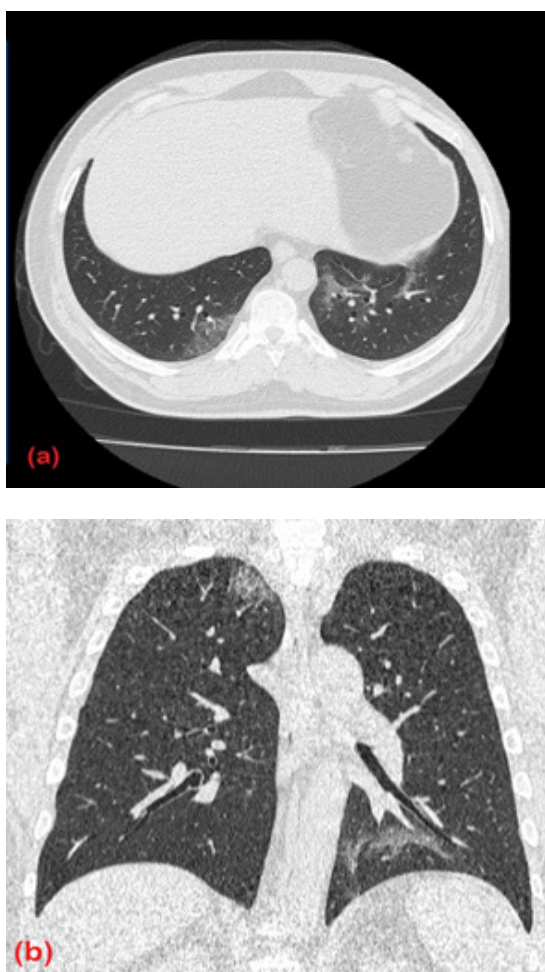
Thoracic CT scan without contrast injection in the parenchymal window: (a) in the axial section and (b) reconstruction, showing multiple ground-glass opacities hyperdensity ranges of mixed topography, poorly defined, especially right apical and bilateral postero-basal.
